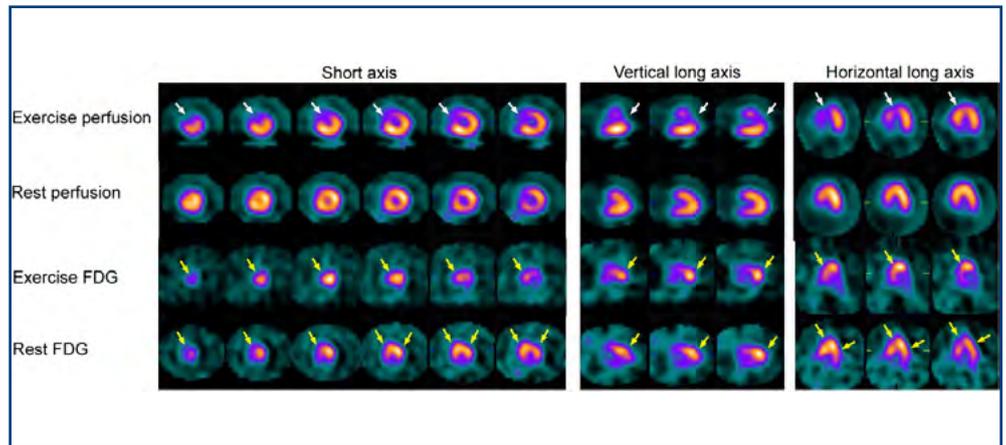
Imagens de perfusão com Tc-99m após exercício e em repouso e imagens com FDG em paciente com angina de esforço. Há um defeito de perfusão reversível envolvendo segmentos anterior e septal (setas brancas). Hiper captação de FDG nos segmentos anterior e septal no esforço. As imagens de FDG no repouso, após o esforço, mostram hiper captação se estendendo além dos segmentos anterior e septal, para segmento lateral (setas amarelas). A angiocoronariografia mostrou estenose de 90% na artéria descendente anterior e 80% nas artérias coronárias circunflexa e direita. *Figura reproduzida do artigo original: Dou KF, Yang MF, Yang YJ, Jain D, He ZX. Myocardial 18f-fdg uptake after exercise-induced myocardial ischemia in patients with coronary artery disease. J Nucl Med. 2008;49:1986-1991 © by the Society of Nuclear Medicine and Molecular Imaging, Inc.*
